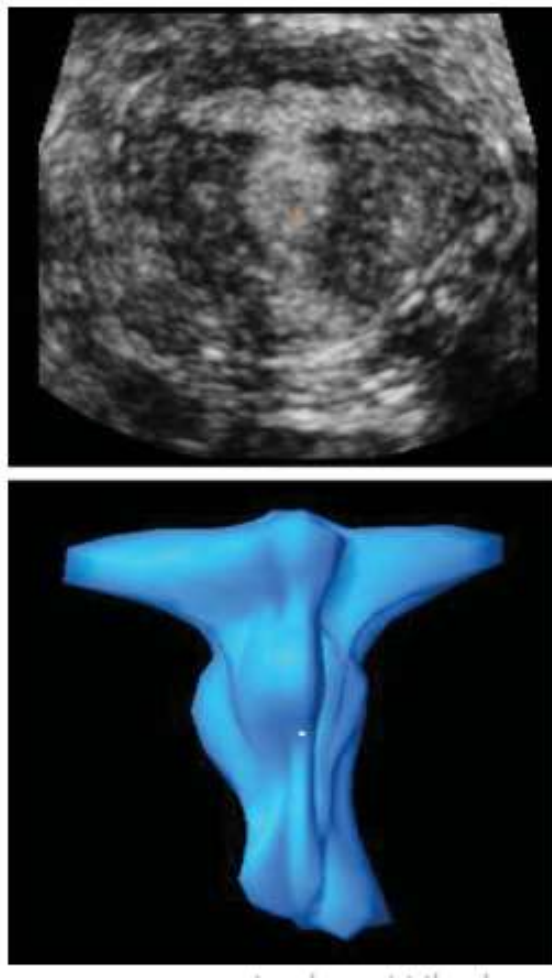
Image échographique d'un utérus en T, avec reconstruction 3D [56].
